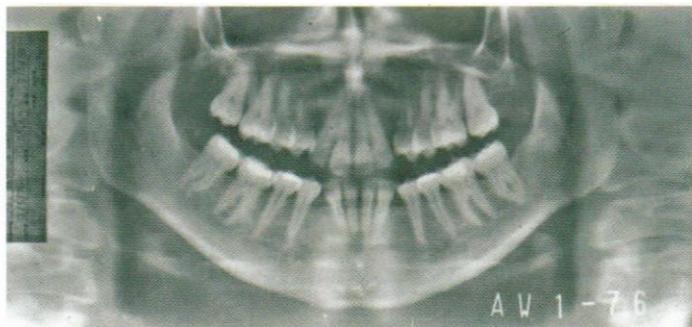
A panorex radiograph viewing missing cusps, a midline deviation and expressing the dysfunctions that are involved along condylar position.
